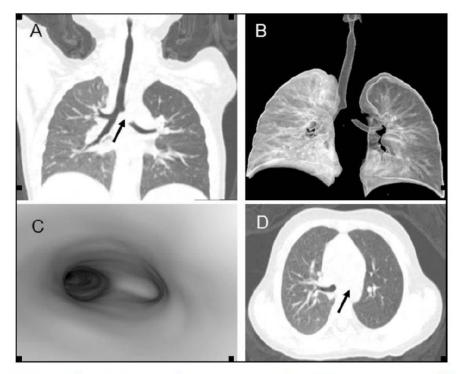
A, 2-year-old girl who aspired a peanut 24 hours prior to examination. (A) Multiplanar reconstruction (MPR) image. (B) Ray sum image. (C) CT virtual endoscopy (CTVE) image, and (C) An axial image revealed that the left main bronchus was completely blocked (black arrow in A and D). In A-D, emphysema in the left lung can be observed and the mediastinum shifted to the right. Half a peanut was extracted from the location during the bronchoscopy examination.
